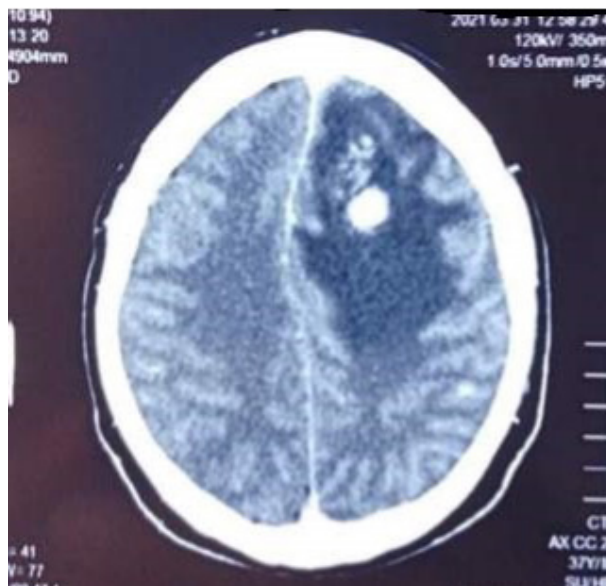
Tomografía cerebral con contraste-corte axial. Lesión hipointensa a nivel frontal izquierdo con áreas hiperintensas en su interior que capta contraste en anillo.
